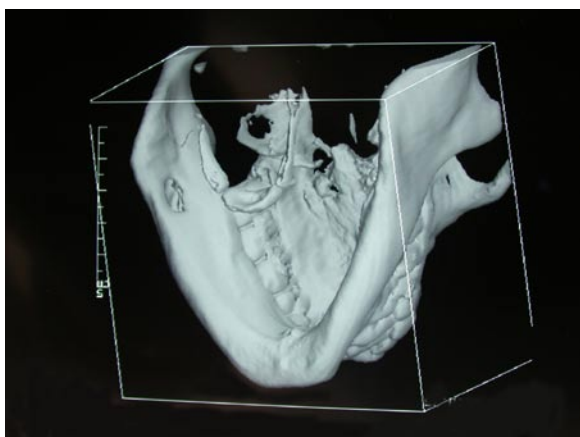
Reconstrucción tridimensional de una TC. En la zona lingual del tercer cuadrante se puede apreciar la depresión ósea (cavidad de Stafne). (Caso n° 3)
